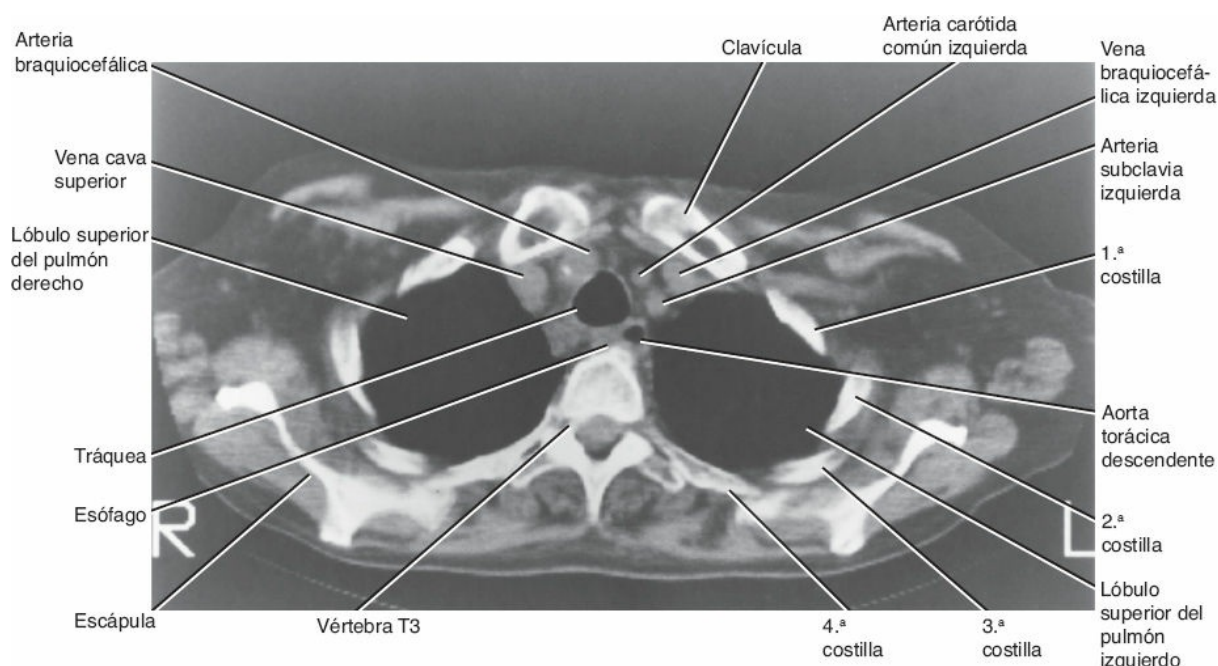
Tomografía computarizada de la porción superior del tórax a nivel de la vértebra T3.
